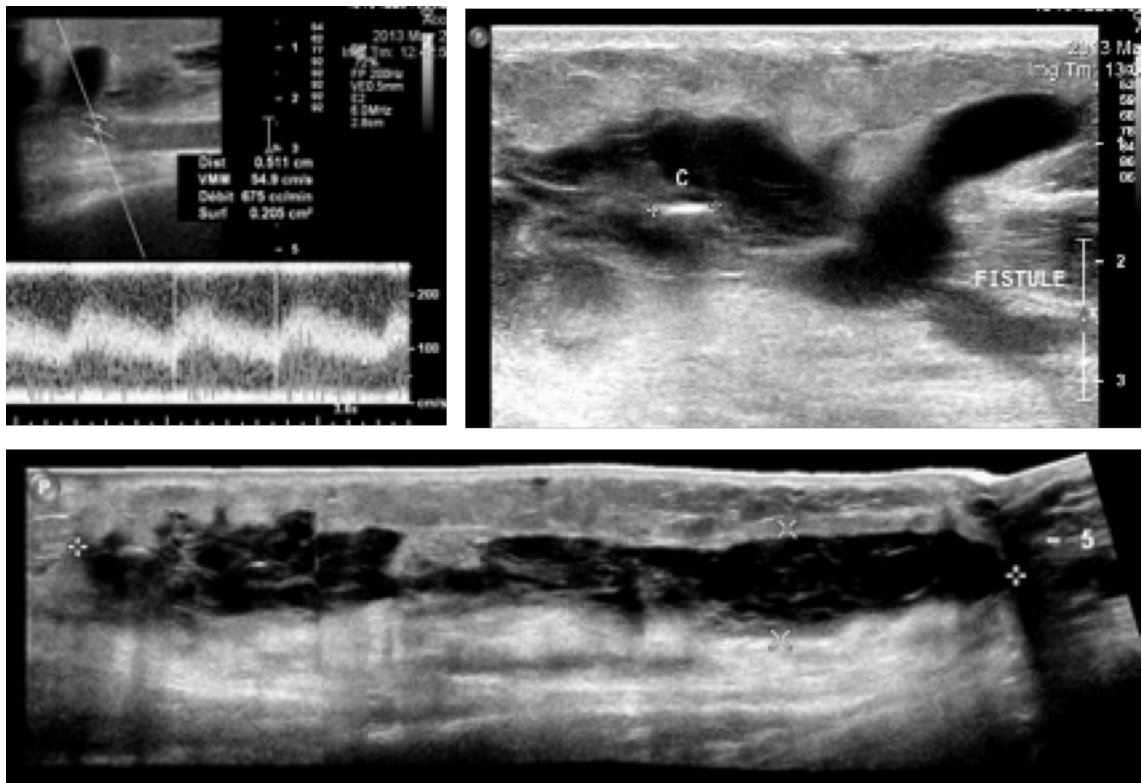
Échodoppler mode B et pulsé d'une FAV huméro-basilique montre une collection pré de la FAV avec un corps étranger (c), collection sous cutanée arrivant au creux axillaire, débit normal à 675 ml/min [67]
